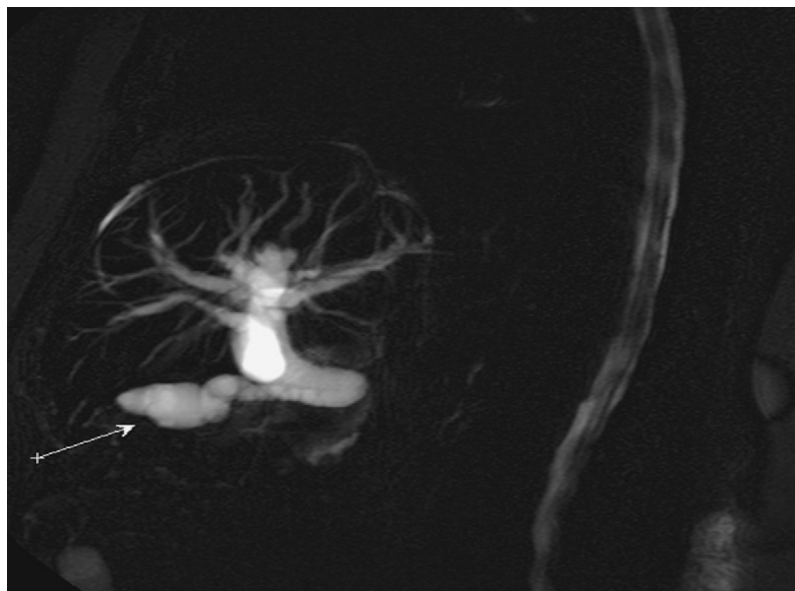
Intérêt de l'IRM dans l'exploration préthérapeutique du cancer vésiculaire. Cas d'un patient de 61 ans. Cholangio-IRM. Encoches irrégulières du fundus vésiculaire et du canal cystique en rapport avec l'infiltration tumorale (Service de chirurgie viscérale CHU Marrakech).
